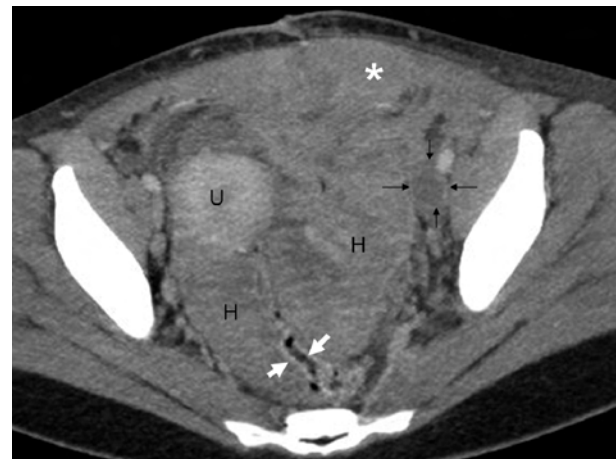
TAC abdominopélvico postquirúrgico con contraste i.v – Corte axial. Hematoma vaina recto anterior (asterisco blanco). Utero (U). Trombosis de vena iliaca externa izquierda (flechas negras). Hematomas pélvicos (H) con efecto de masa sobre útero y vejiga que se encuentran desplazados hacia la derecha sin signos asociados de sangrado activo. Recto (flechas blancas) comprimido por el hematoma pélvico (H).
